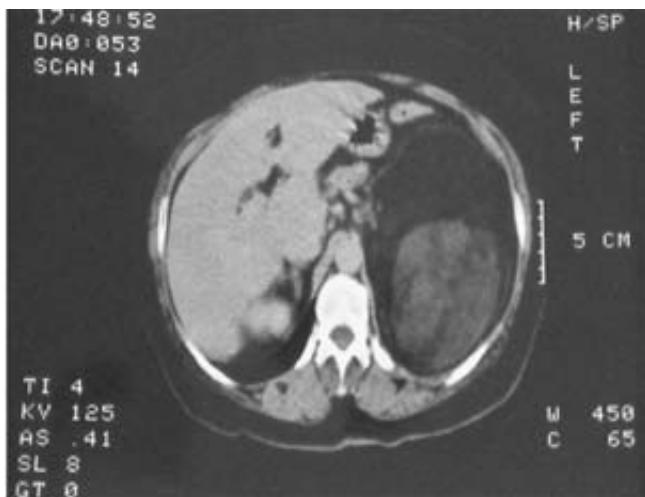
Tomografía axial computarizada que demuestra la tumoración.
